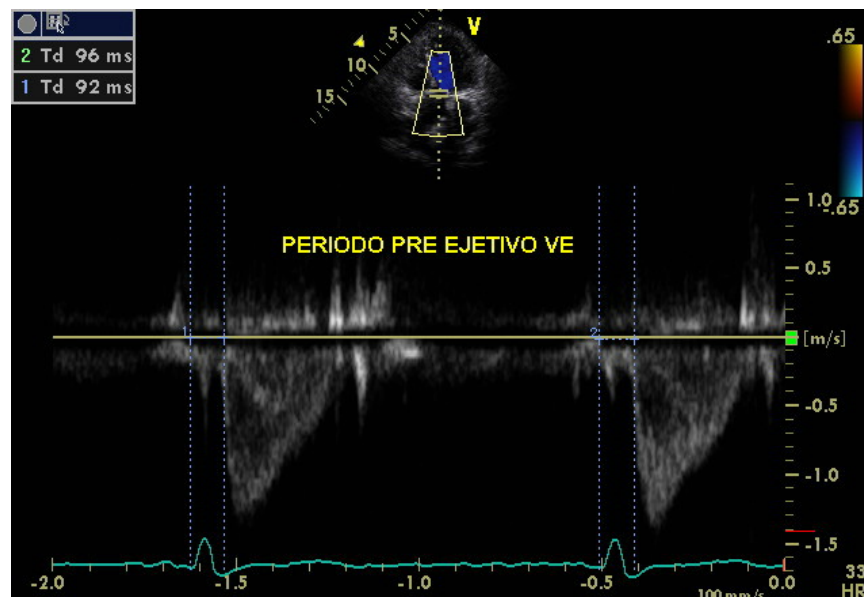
Medida do tempo pré-ejetivo do ventrículo esquerdo (TPEVE) obtida através do Doppler pulsátil ao nível do fluxo de saída da valva aórtica.
